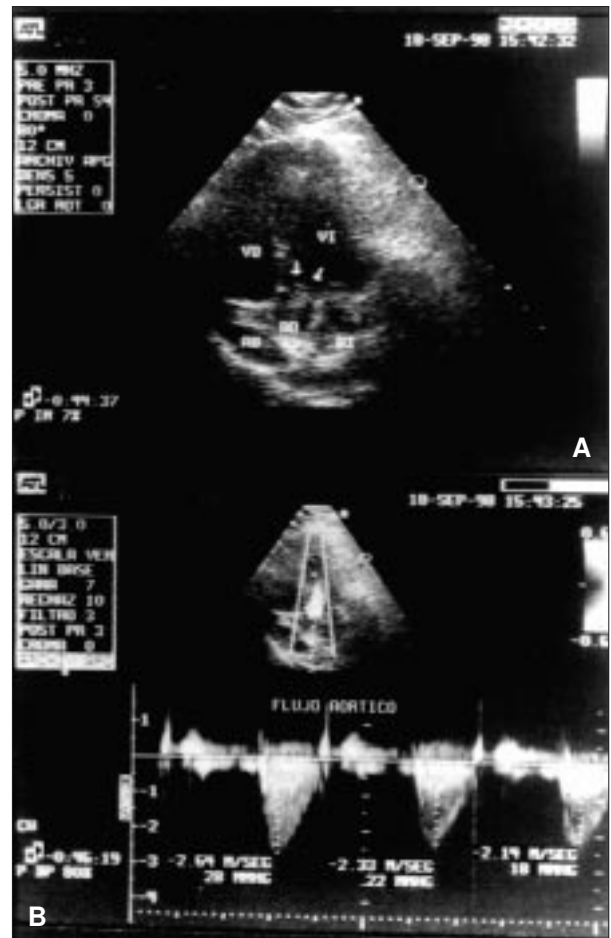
A) Ecocardiograma bidimensional 5 cámaras apical. Se observa nitidamente la masa tumoral sobre la válvula aórtica dentro de la raíz arterial. B) Ecocardiograma Doppler: secuencia de tres gradientes sistólicos sucesivos variables obtenidos en el tracto de salida del ventrículo izquierdo donde se localizaba el tumor.
